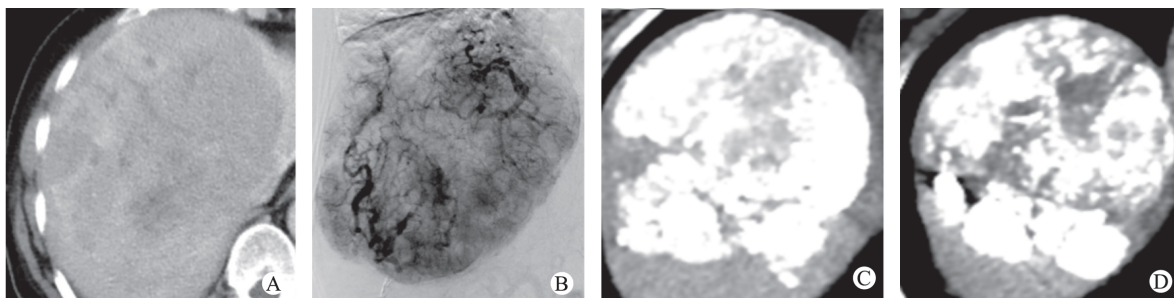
实验组病例 CT 影像及术中 DSA 造影
